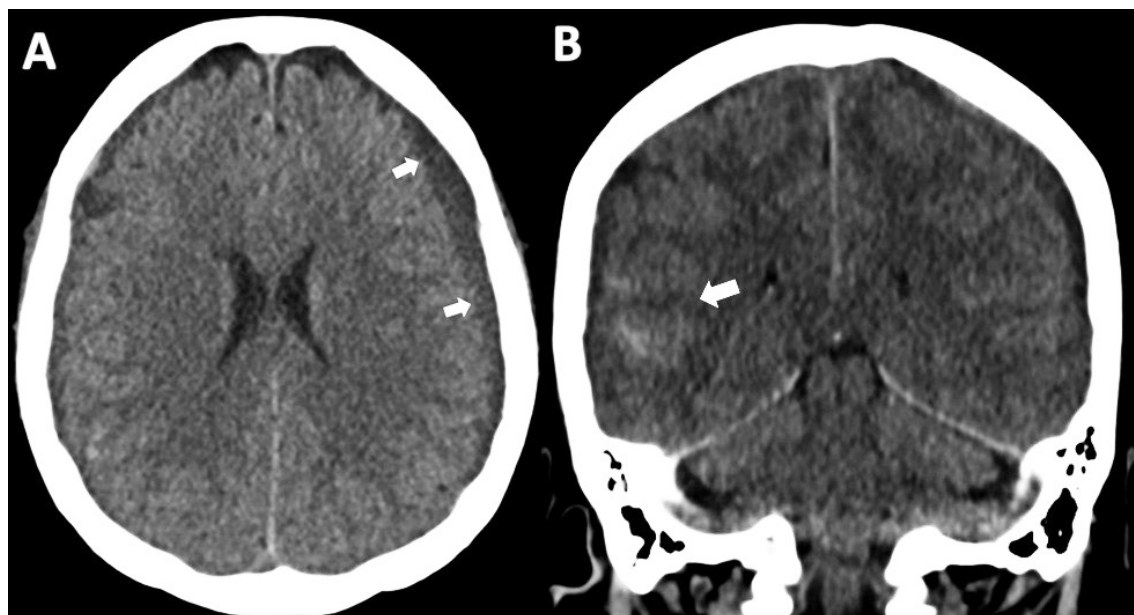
Tomografía Computada de cerebro corte axial (A) se observa hematoma subdural frontoparietal izquierdo –flechas blancas– y en el corte coronal (B) –flecha blanca– foco de hemorragia subaracnoidea temporo-parietal derecho.
